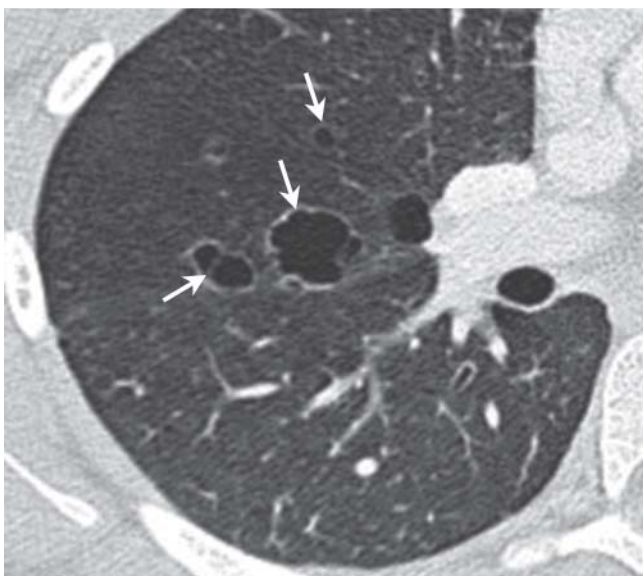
CT mit dünnwandigen Zysten (Pfeile).
